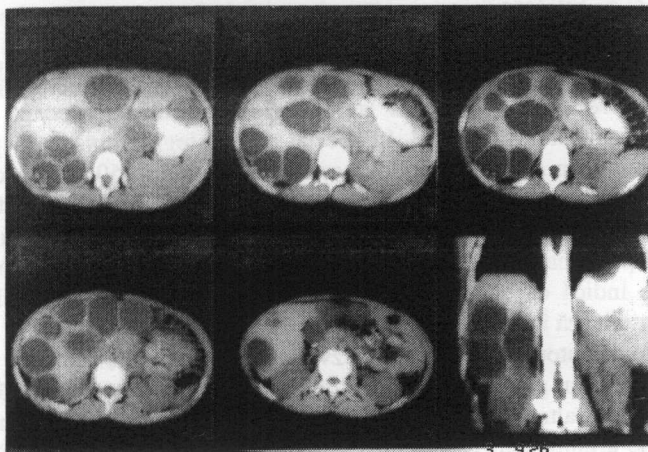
Tomografie computerizată. Pacienta P.12 ani. Polichistoză hepatică.
